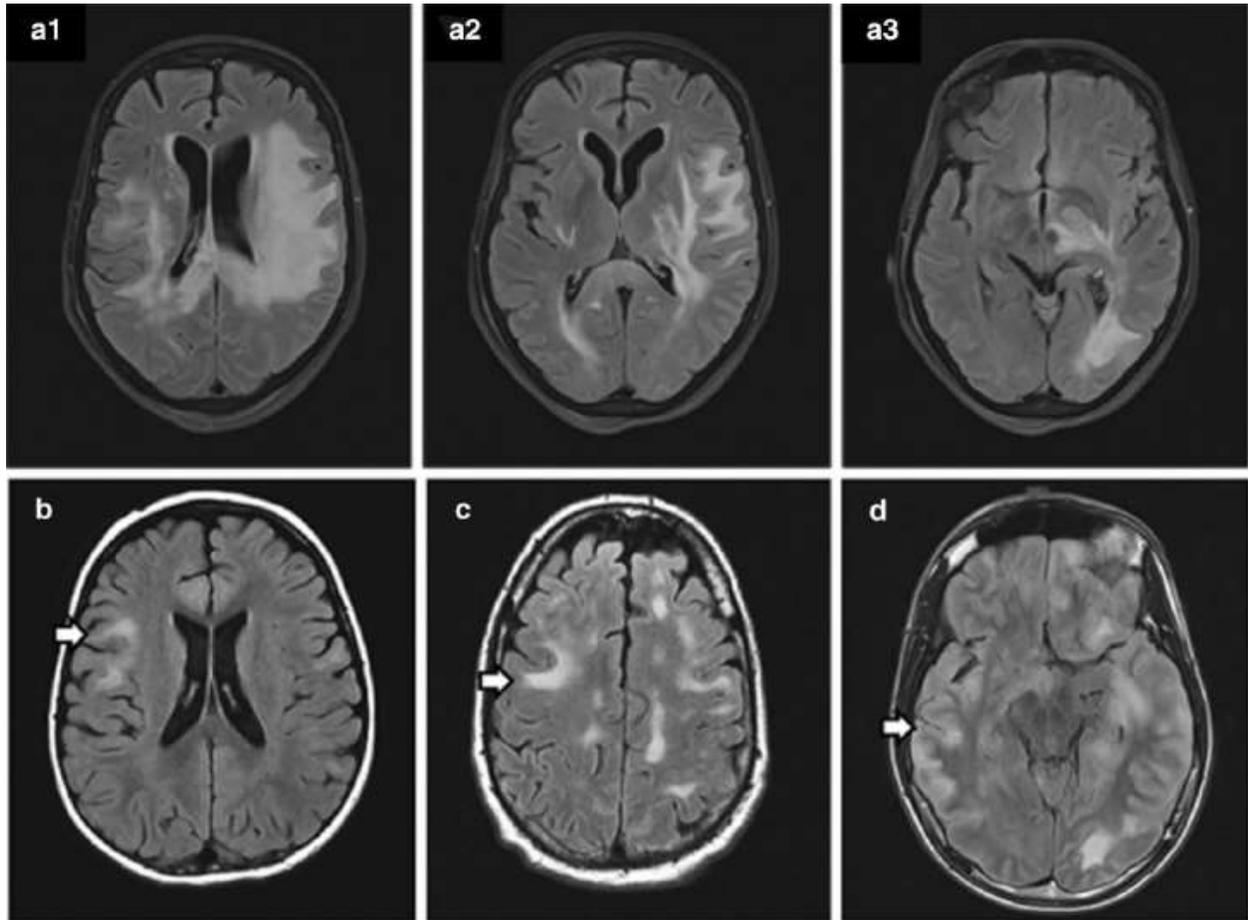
L'IRM cérébrale : séquence FLAIR montre des anomalies de la substance blanche sous-corticale des régions frontales, temporales et occipitales bilatérales, avec extension dans la substance grise profonde [7]
